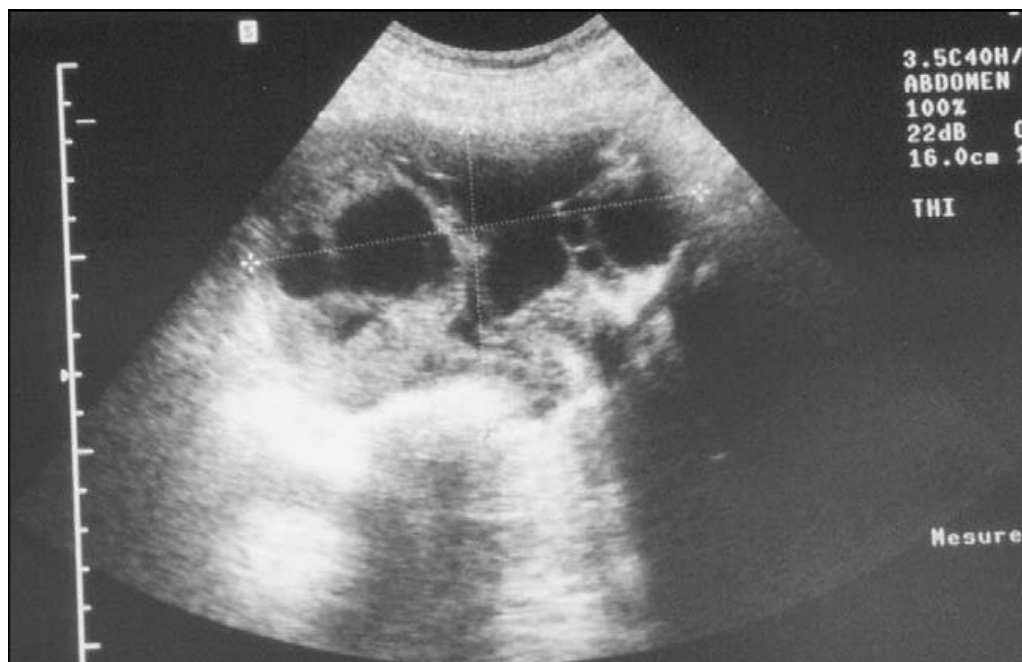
Échographie abdominale montrant une masse hétérogène à cône d'ombre postérieur avec des structures hyperéchogènes et liquidiennes.
